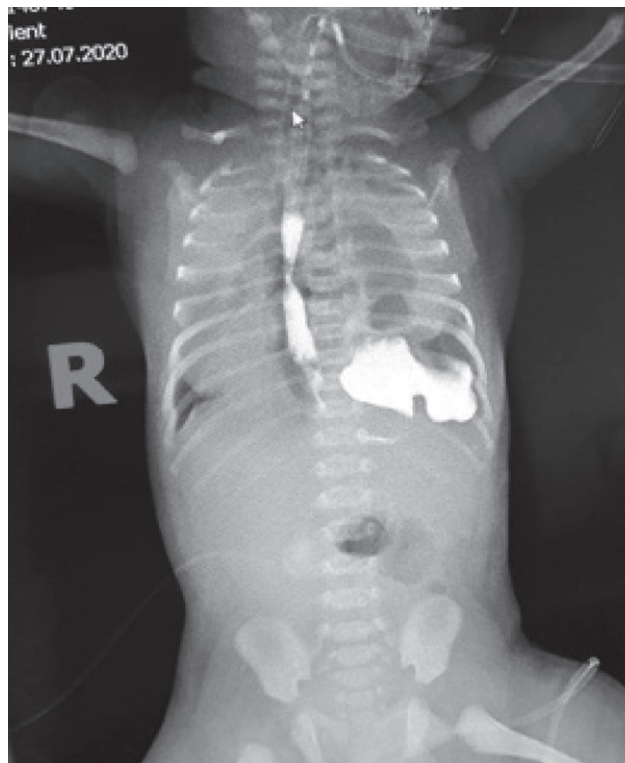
Рентгенограма у прямій передній проекції новонародженого у першу добу життя: пролабування шлунка та петель кишечника у грудну порожнину як результат ВДГ, пероральне контрастування стравохода та шлунка, виражене зміщення органів середостіння вправо. Гіпоплазія лівої легені
